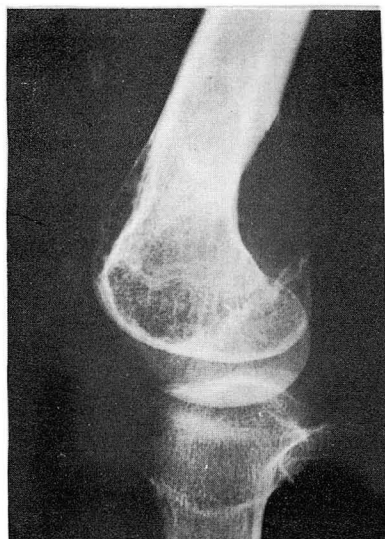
Giant cell tumor of distal part of femur. The radiograph shows ballooning-out appearance with cortical erosion and homogenous radiolucency resembling aneurysmal bone cyst.
